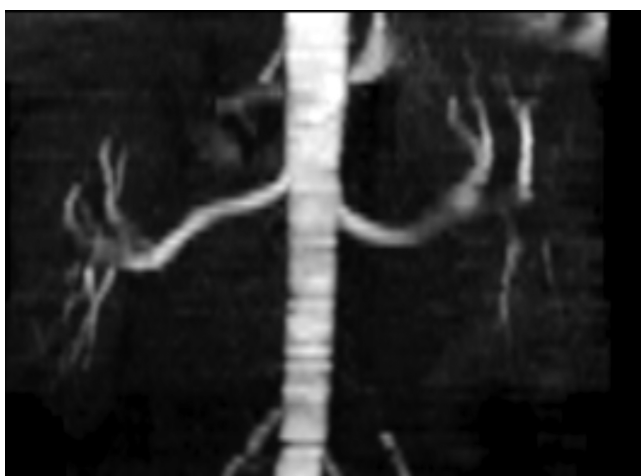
Магнитно-резонансная томограмма в корональной проекции, бесконтрастная ангиография. Артериальной патологии не выявлено
